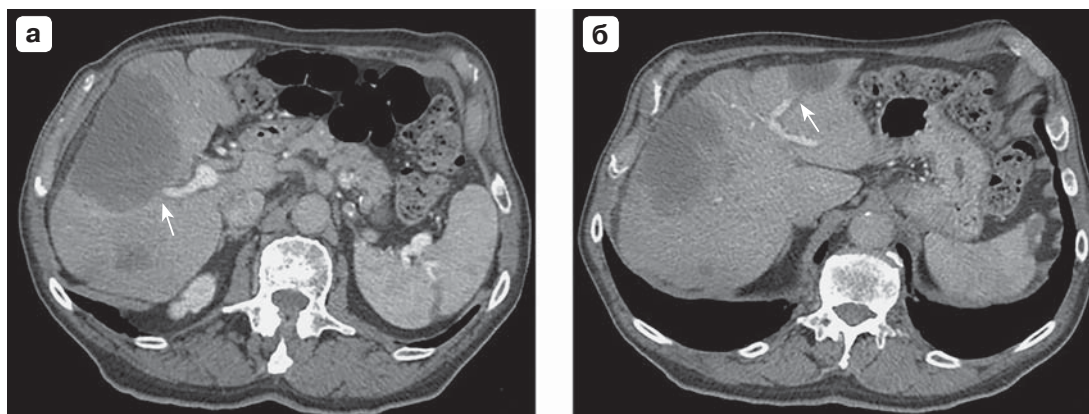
Больной Х., 79 лет. Компьютерные томограммы в аксиальной проекции в портальную фазу на разных уровнях сканирования (а, б). Тонкими стрелками обозначены сегментарные ветви воротной вены, которые заканчиваются около края опухолевых узлов, с формированием симптома "леденца на палочке".
